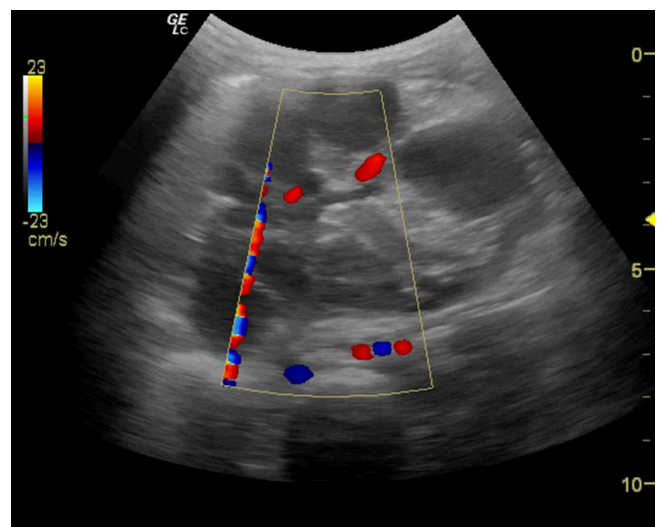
Ecodoppler de la lesión.
